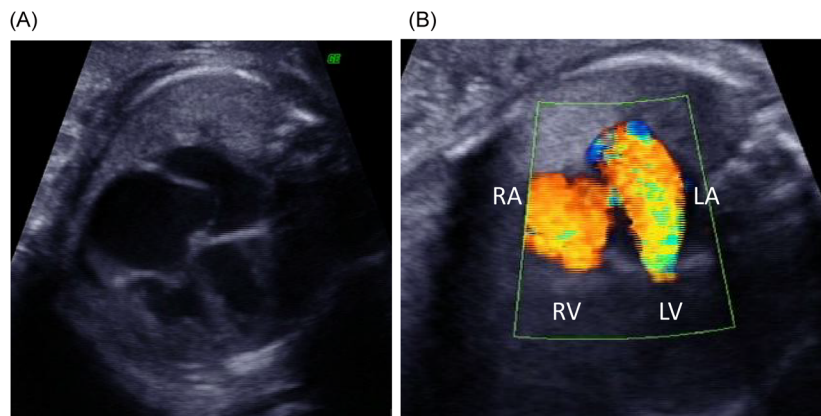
Fetal echocardiogram of the recipient at 27 weeks' gestational age
